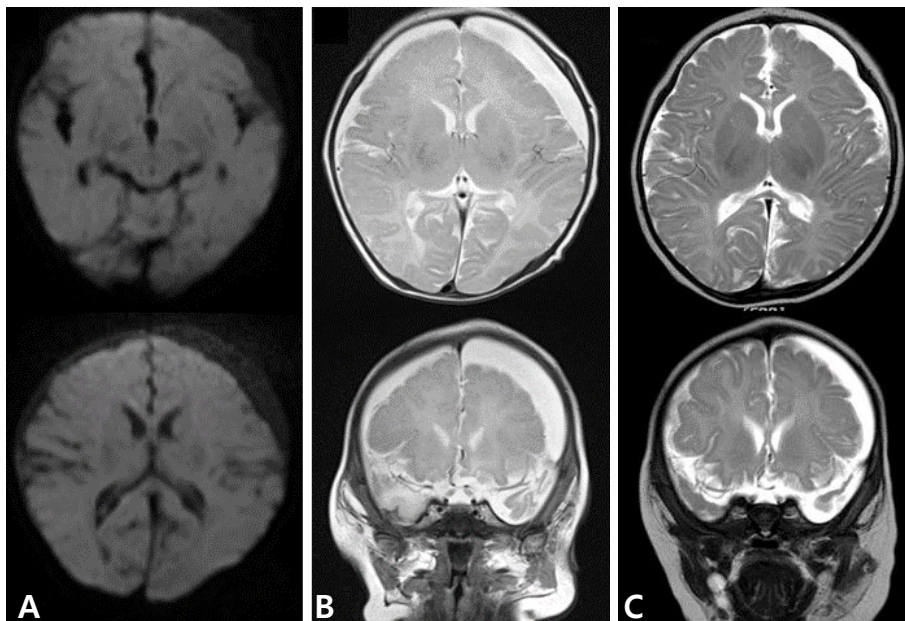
(A) Magnetic resonance image (MRI) on the 24th hospital day showed no more diffusion restriction, (B) but increased in amount of extra-axial fluid collection at left cerebral convexity. (C) One month later, follow-up MRI showed decreased in amount of extra-axial fluid collection.
